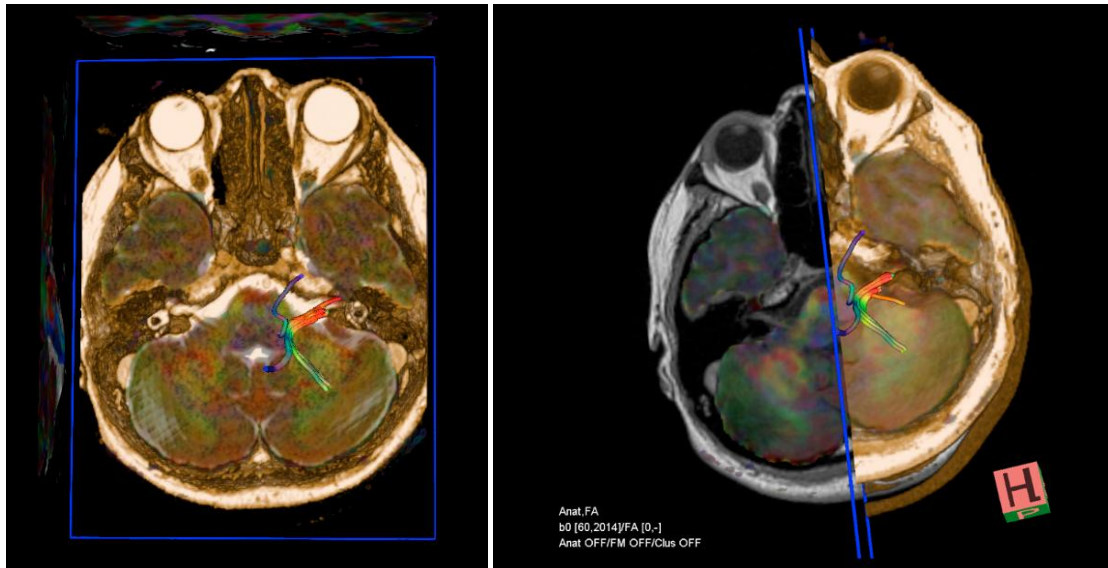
Fusão de imagens de *Diffusion Tensor Tractography* com Ressonância Magnética, para a análise de cortes axiais. Tratografia do nervo facial, na qual se visualiza o trajeto do nervo facial (a laranja) no segmento cisternal do ângulo ponto-cerebeloso esquerdo.
